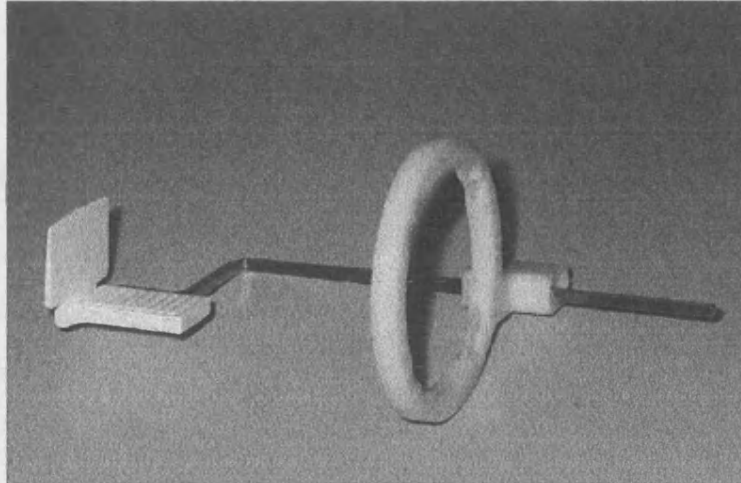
Cono de extensión que fue utilizado para las radiografías paralelizadas de perfil.*
